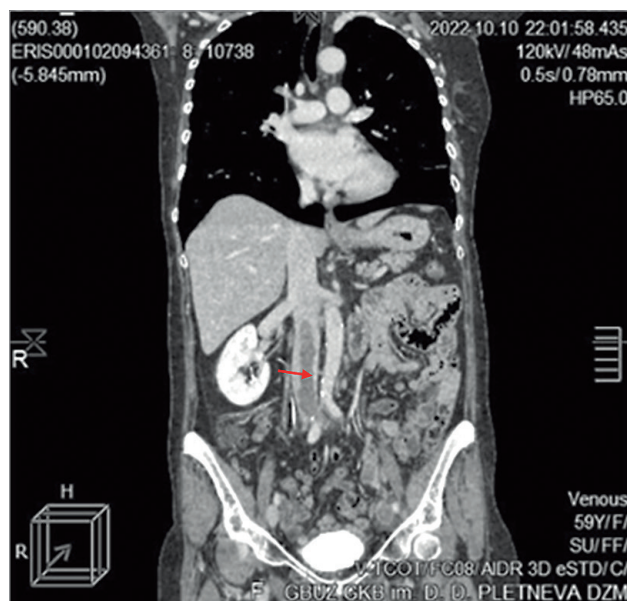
Флотирующий тромб в нижней полой вене. Мультиспиральная компьютерная томографическая легочная ангиография
